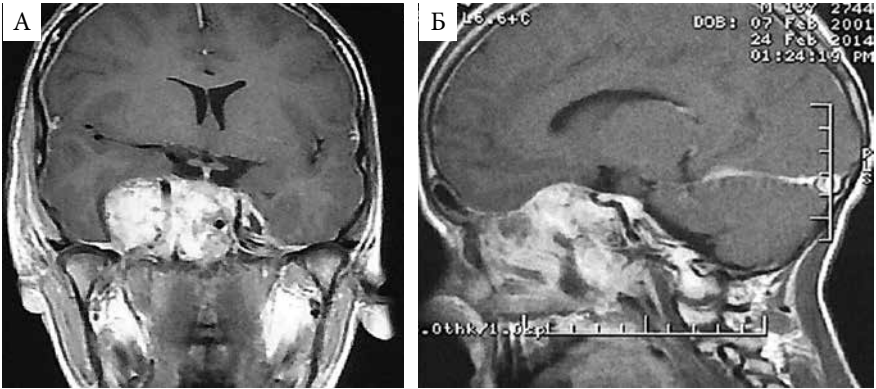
МРТ с контрастным усилением пациента П., 13 лет: T1-взвешенный режим: коронарная (А) и сагиттальная (Б) проекции: опухоль контактирует с основанием черепа, неоднородная по структуре, гиперинтенсивная за счет контрастирования; хорошо видно, что опухоль окружает обе ВСА, не дающие сигнала в этом режиме, смещая левую ВСА
